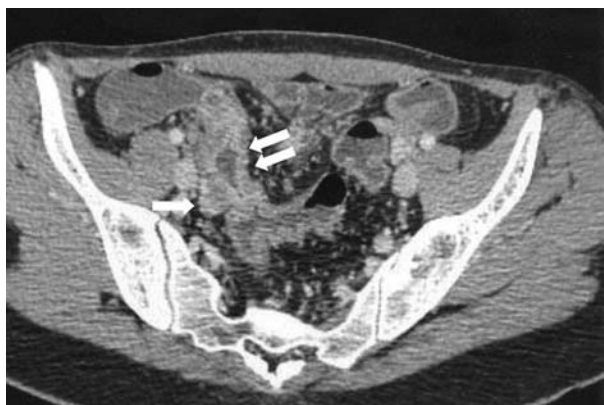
Aspectos típicos de doença de Crohn. Imagem TC axial mostra última ansa ileal com espessamento parietal circunferencial, com hipercaptação da mucosa e estratificação parietal (dupla seta); associado a proliferação fibro-adiposa envolvente e a adenopatias loco-regionais (seta).
